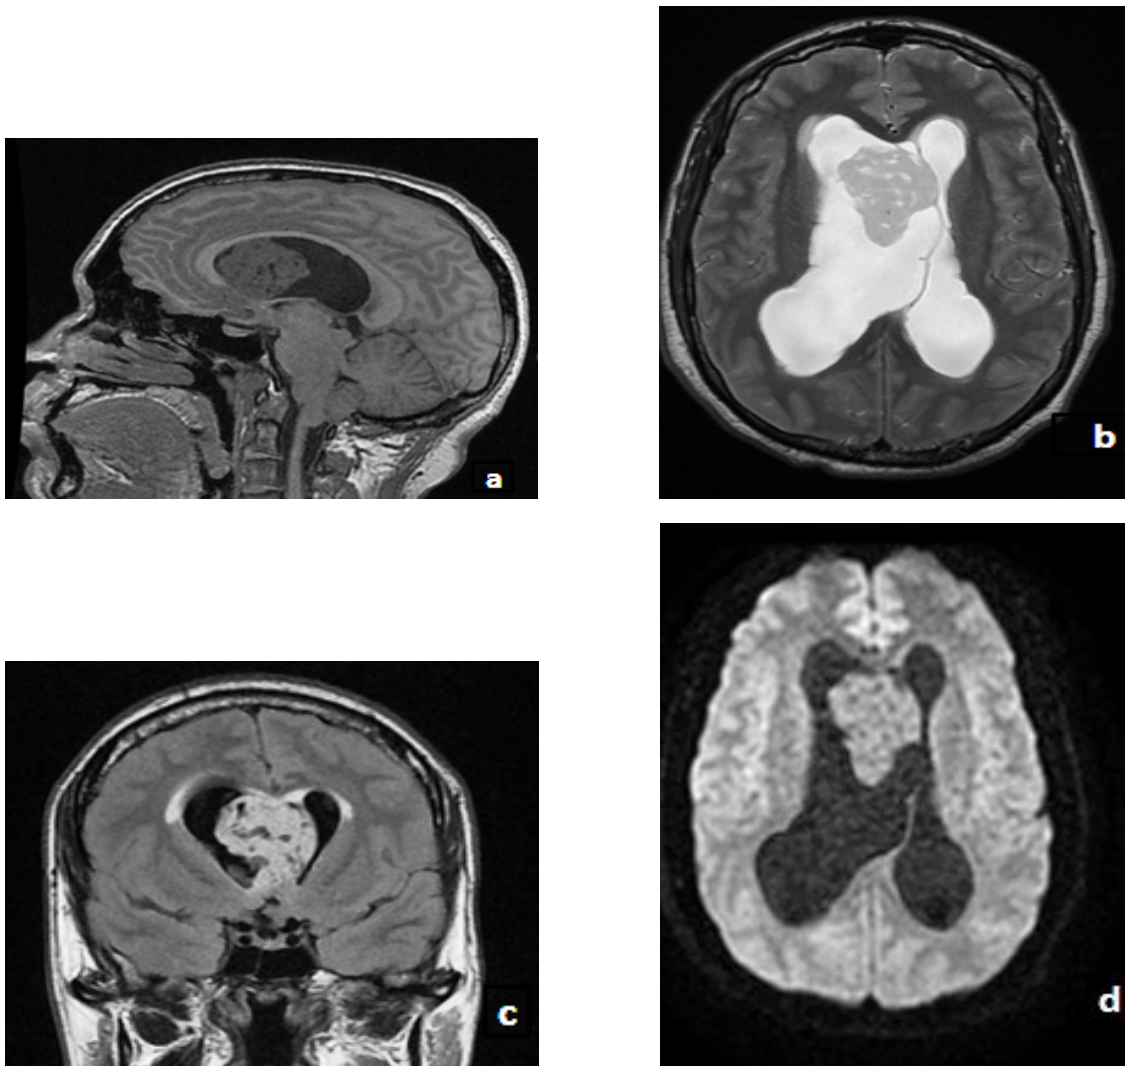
Subépendymome ; aspects IRM d'une lésion intraventriculaire hypointense en pondération T1 (a), hyperintense hétérogène en pondération T2 (b) et FLAIR (c), isointense en diffusion (e).. [Service de radiologie. CHU Hassan II- Fès]
